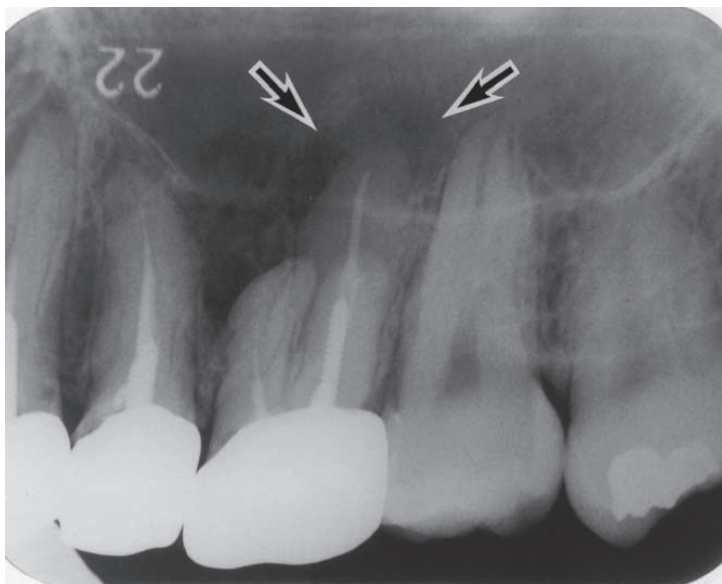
Radiographie rétro alvéolaire pré opératoire montrant la dent 26 présentant un granulome apical associé à une sinusite maxillaire d'origine odontogène. (d'après Kitagawa et al.)(33)
